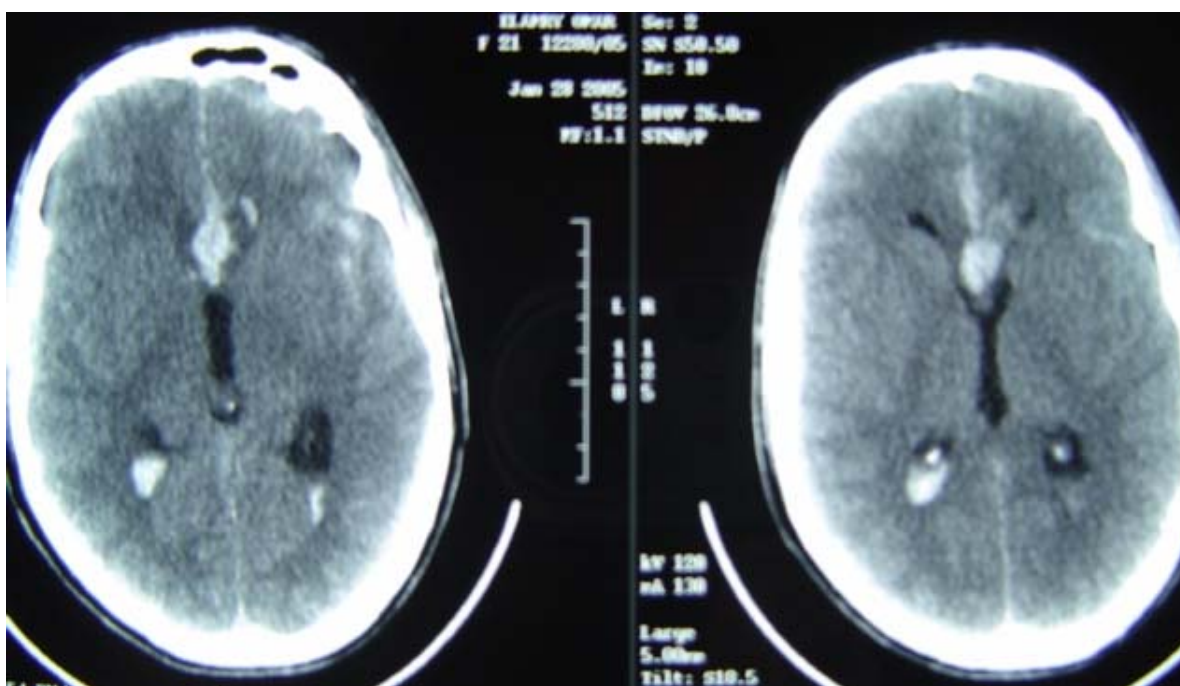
TDM cérébrale en coupe axiale sans injection de produit de contraste montrant une hémorragie méningée diffuse avec inondation des deux cornes occipitales et un hématome interhémisphérique.
